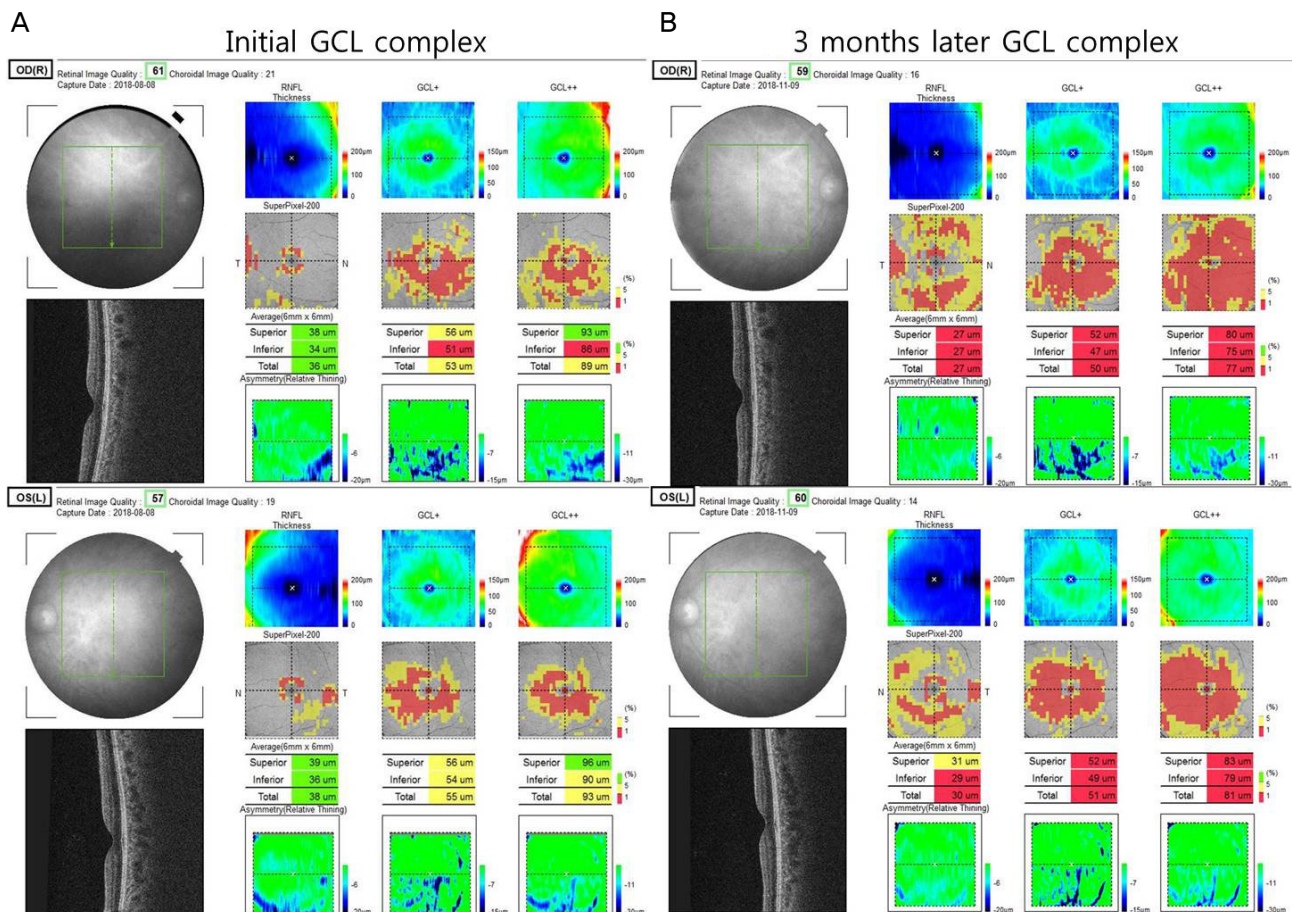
Compare with Initial GCL complex and 3 months later GCL complex. Initial (A) and 3 months later after treatment, GCL OCT (B). GCL layer on macular area were changed as more thinner than before stopping linezolid. GCL = ganglion cell layer; OCT = optical coherence tomography.
